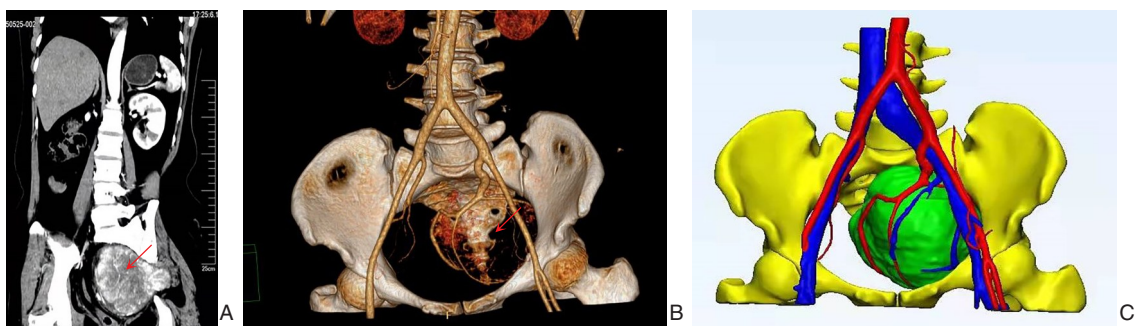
腹膜后SFT患者影像学资料 A: CT示左侧盆腔巨大肿块,局部突向盆腔外,边界清晰,临近盆腔脏器受压; B: CTA示左侧髂内动脉分支血管包绕肿瘤并为其供血(箭头所指为肿瘤所在); C: 三维重建图像
